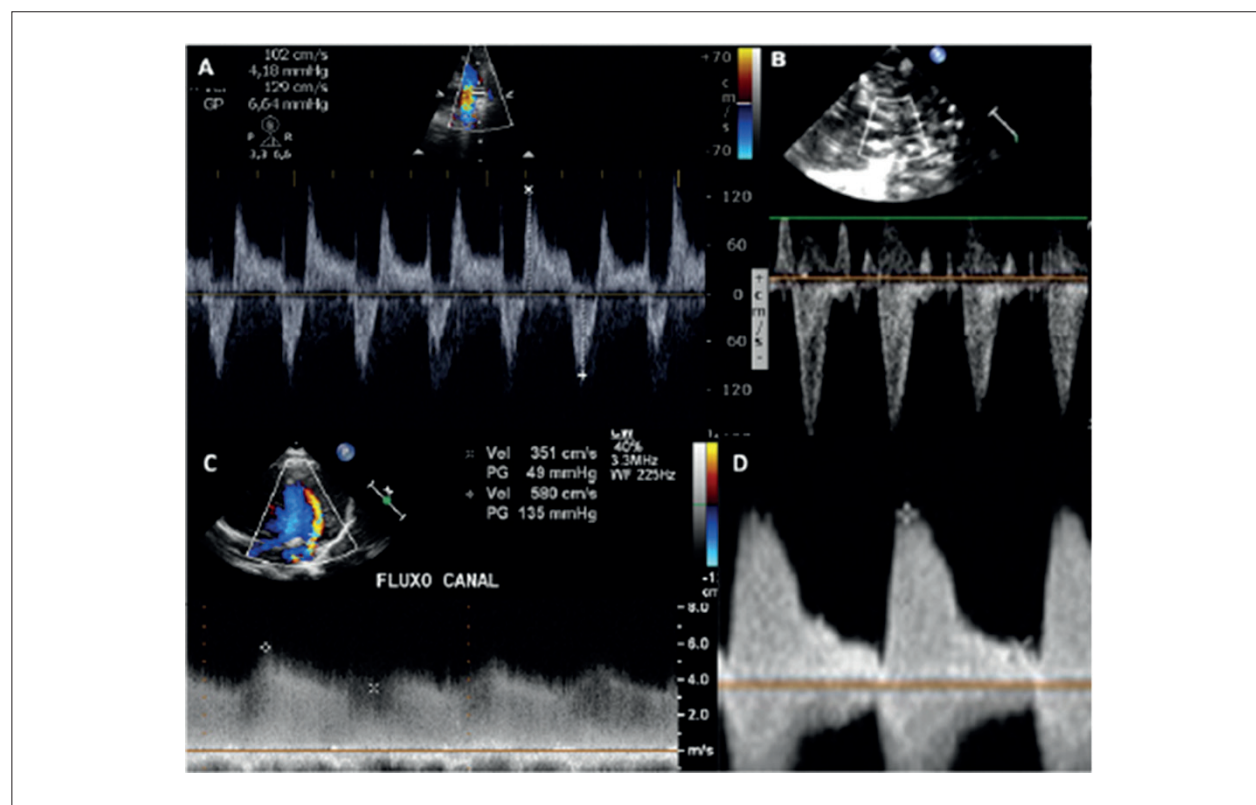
Padrão Doppler do canal arterial. A: fluxo pulsátil bidirecional pelo canal arterial. B: fluxo pulsátil direita-esquerda pelo canal arterial. C: Curva de fluxo com padrão contínuo esquerda-direita com velocidade diastólica maior que 50% da velocidade sistólica, sugestivo de canal restritivo. D: Curva de fluxo tendendo a pulsátil, com velocidade diastólica < 50% da velocidade sistólica.
